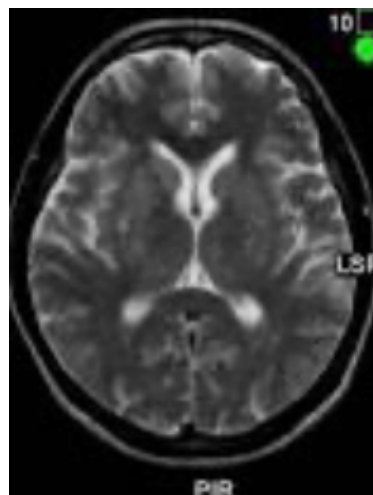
Синдром Фара, МРТ [2].
